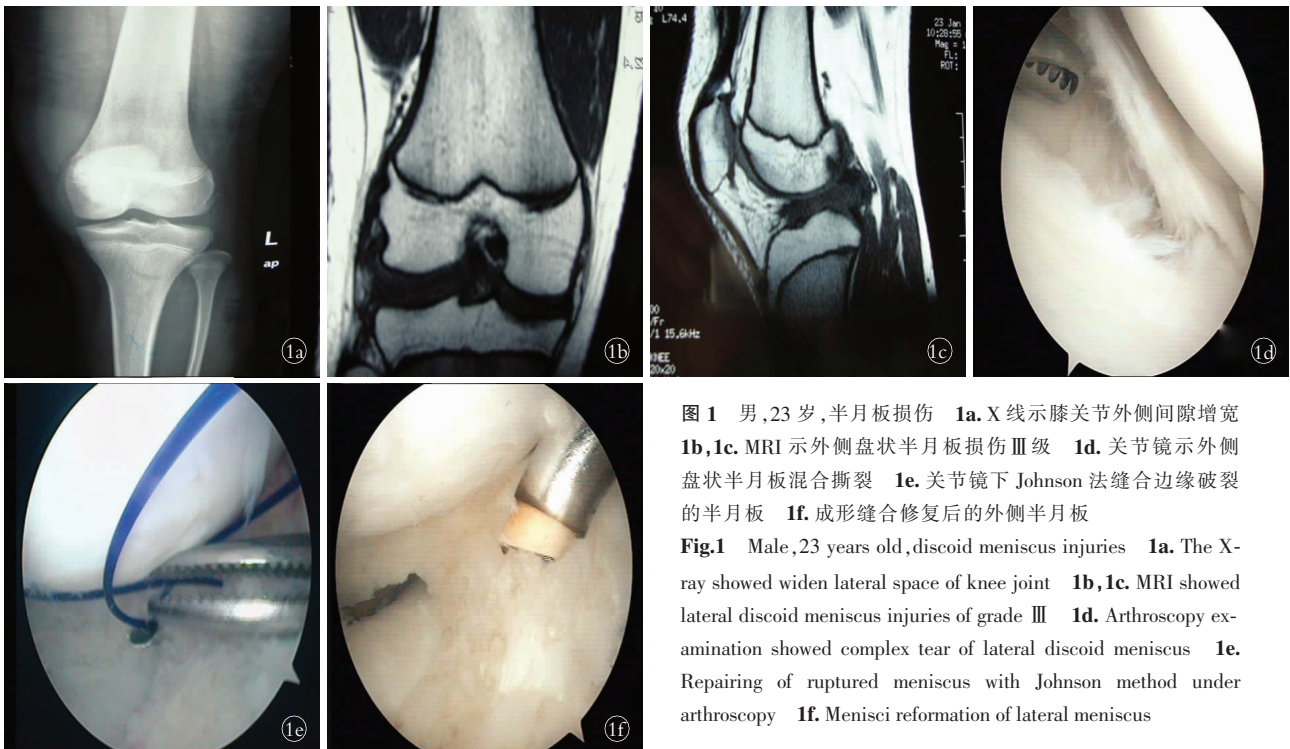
男,23 岁,半月板损伤 1a.X 线示膝关节外侧间隙增宽 1b,1c. MRI 示外侧盘状半月板损伤 III 级 1d. 关节镜示外侧盘状半月板混合撕裂 1e. 关节镜下 Johnson 法缝合边缘破裂的半月板 1f. 成形缝合修复后的外侧半月板
